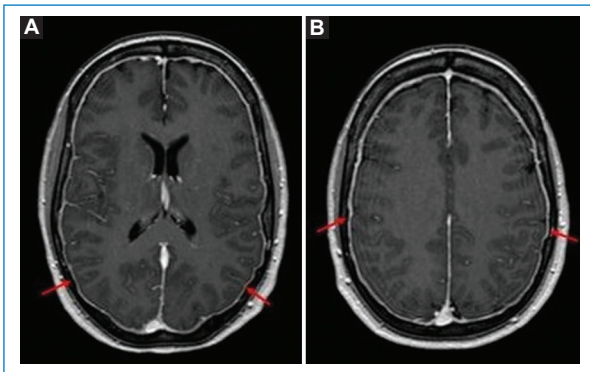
Cefalea pospunción. Cortes axiales de RM a nivel de los ventrículos laterales (A) y los centros semioviales (B), secuencia ponderada en T1 con gadolinio. Las flechas señalan un ligero engrosamiento y realce paquimeníngeo.
